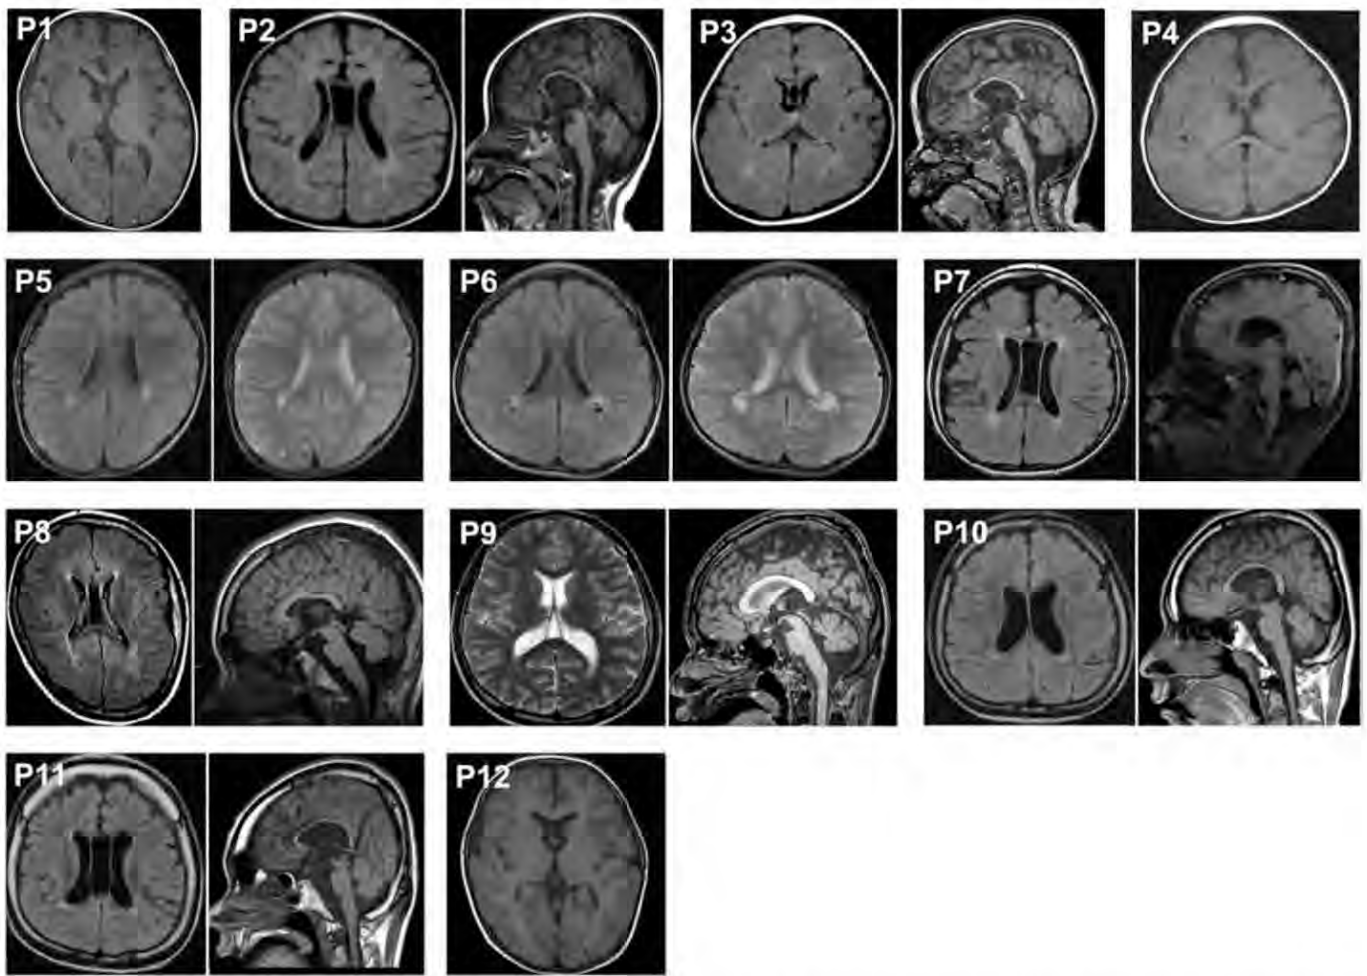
Brain magnetic resonance imaging scans of 12 patients with *MECP2* duplication syndrome. Only three patients (P1, P4, and P12) showed normal findings. The remaining nine patients had abnormal imaging findings, such as cerebral atrophy (P7 and P11), abnormal intensities in deep white matter (P2, P3, P5, P6, P7, P8, P10, and P11), corpus callosum abnormalities (P2, P3, P7, P10, and P11), persistence of the cavum septum (P2, P3, P7, P8, and P11), cerebellar atrophy (P3, P7, P8, and P9), reduced white matter volume (P10), and dilated perivascular spaces (P5 and 6).
